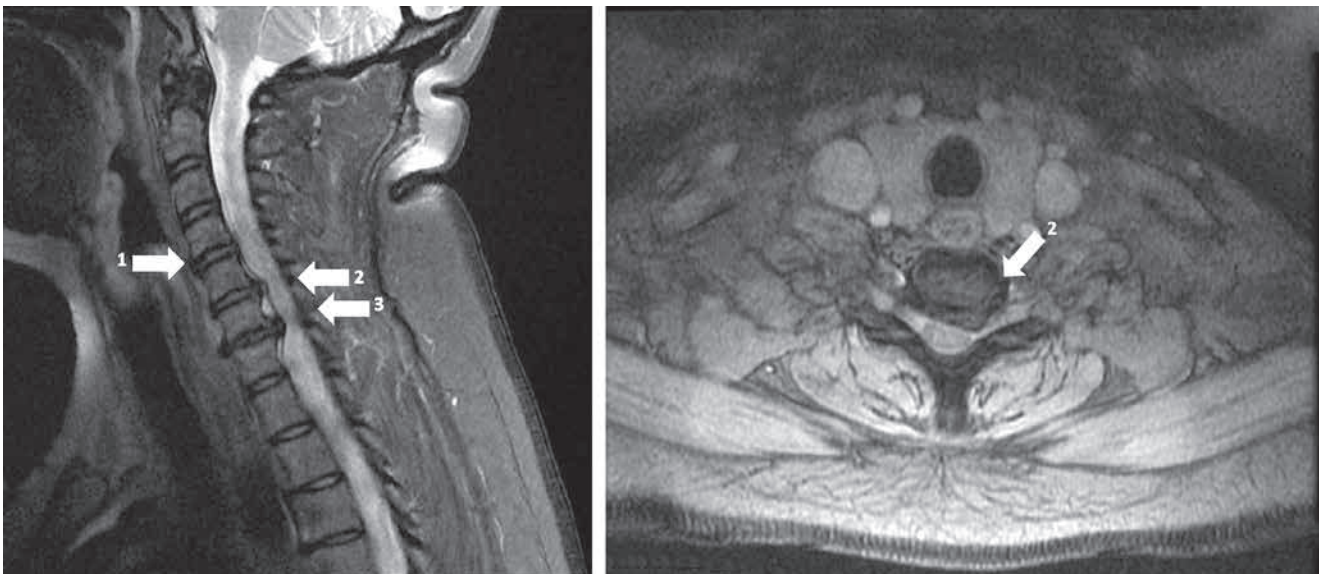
RMN: hernias discales C4-C5, C5-C6 y C6-C7; cambios discartróticos y disminución del diámetro del canal medular (flechas).
